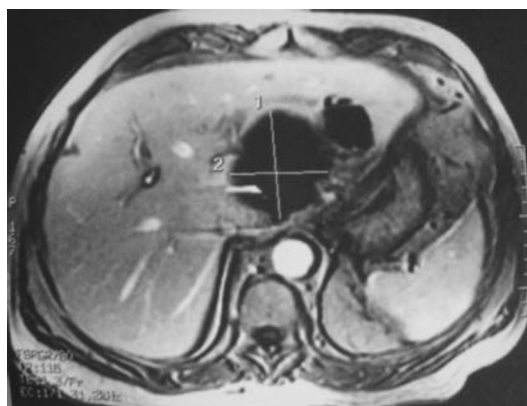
Imagem de ressonância magnética abdominal em corte transversal. Salienta-se a presença de 2 grandes cavidades de abscesso hepático, sem líquido, ambas localizadas no lobo esquerdo do fígado. A maior está mais próxima do hilo hepático.
